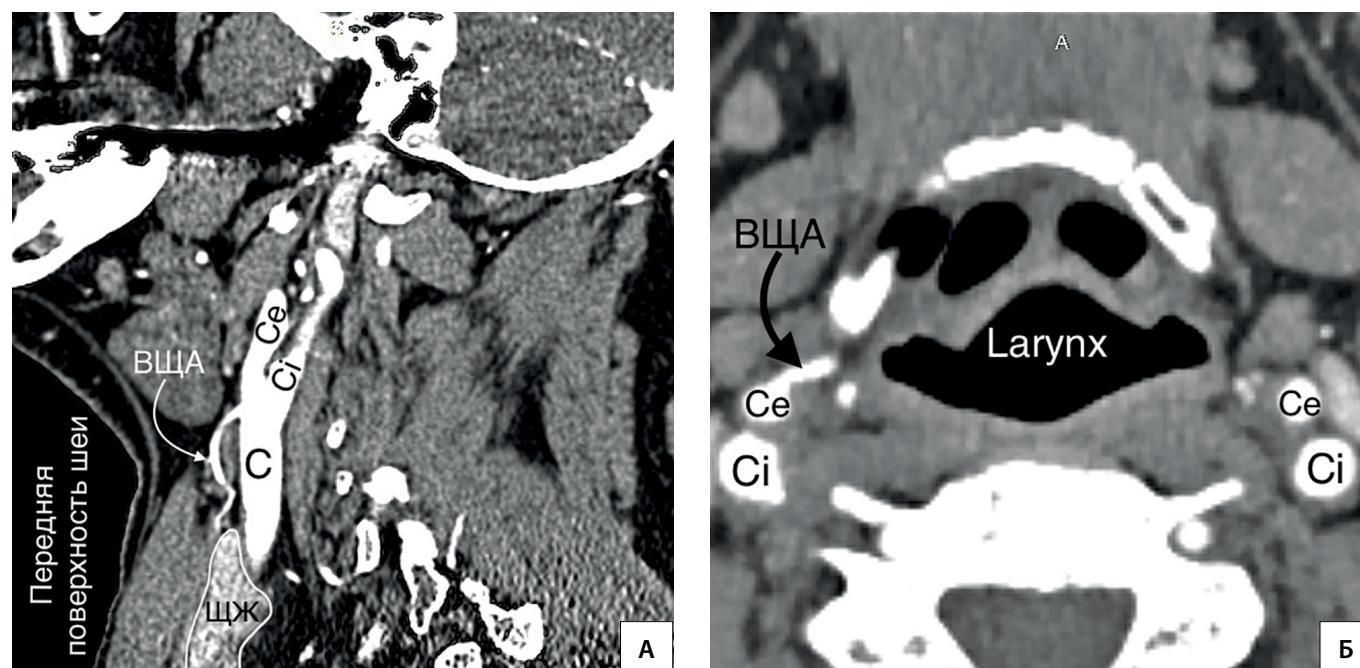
Источник ВЩА. А — КТ-ангиография (сагиттальный срез). Источником ВЩА является бифуркация общей сонной артерии; Б — КТ-ангиография (горизонтальный срез). ВЩА берет начало от наружной сонной артерии. С — a. carotis communis; Ce — a. carotis externa; Ci — a. carotis interna.
